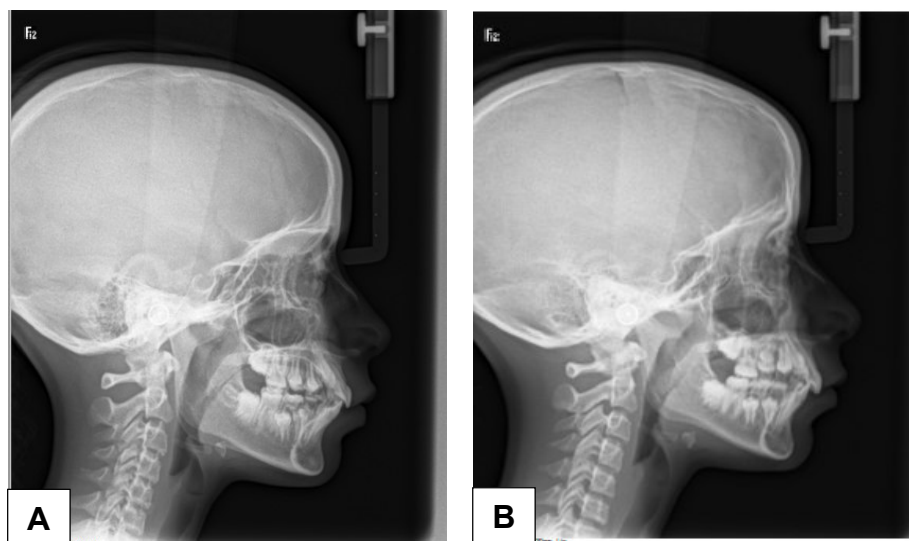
A) Telerradiografia lateral da paciente A, evidenciando mordida profunda esquelética. B) Telerradiografia lateral mostrando mordida profunda esquelética e overjet acentuado além de apinhamento anterior inferior da paciente B.
